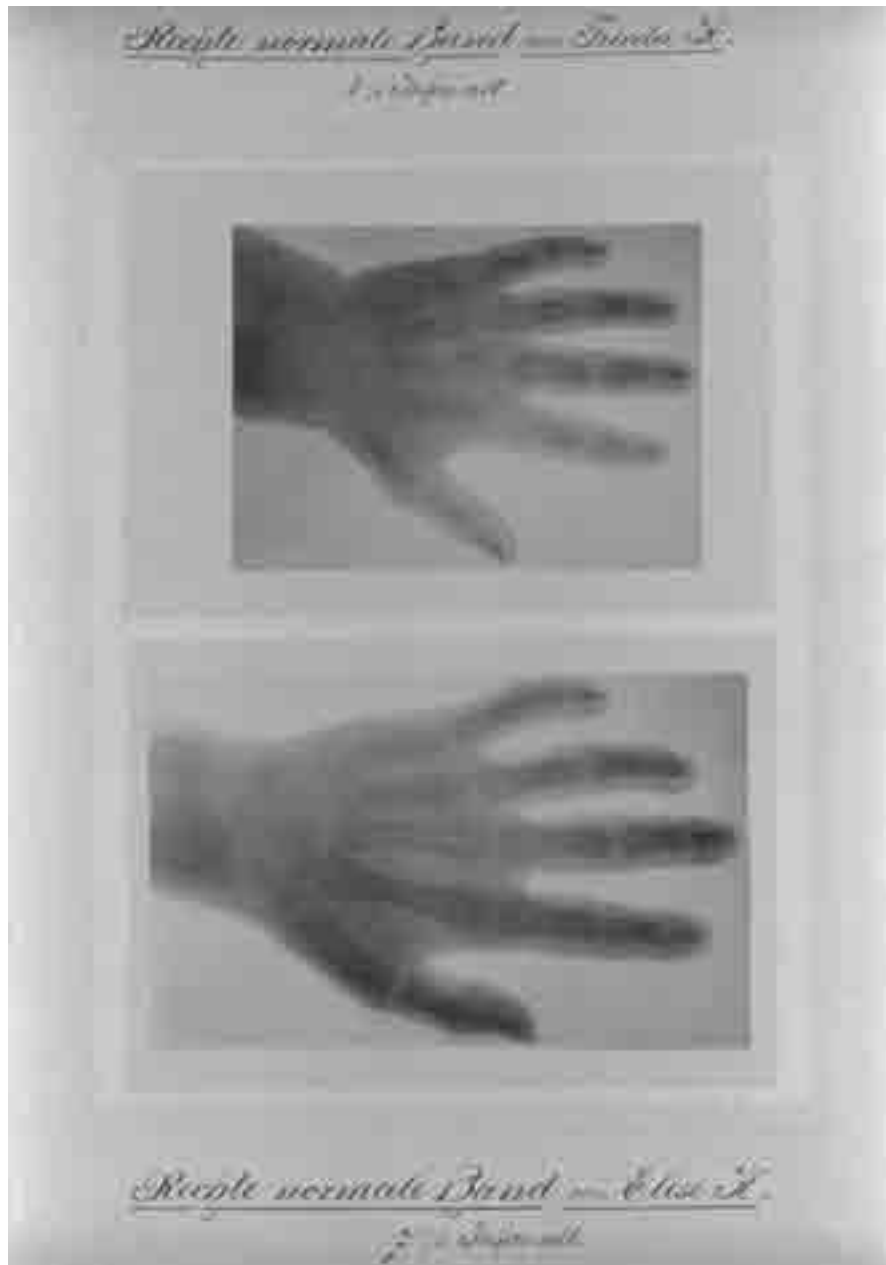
Radiographie von Aimé Forster: Kinderhände von Frieda K. und Elise K. (1896).
